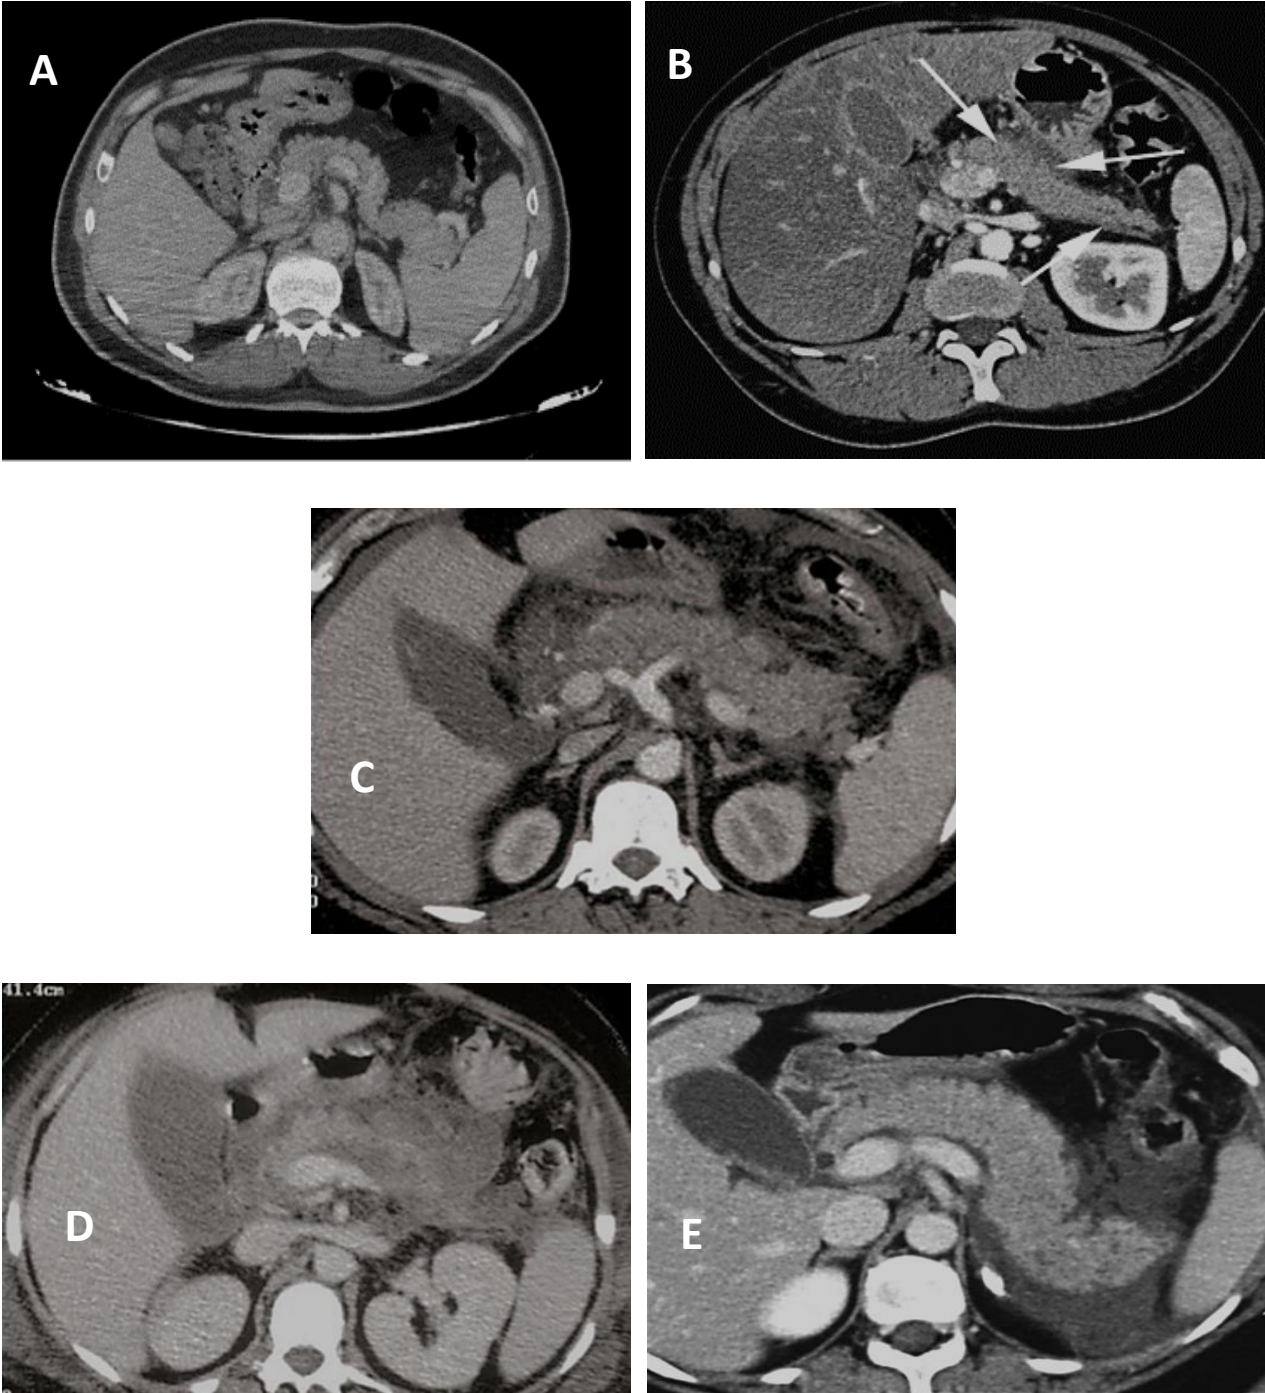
Coupes de TDM abdominale montrant les différents stades de PA de Balthazar : stade A, B, C, D et E
